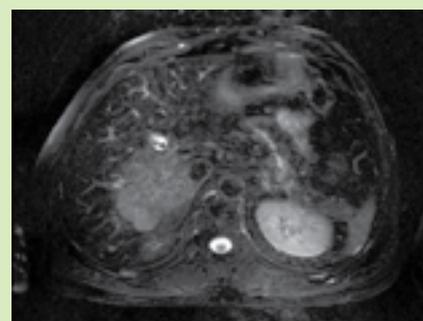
Imagem de RM no plano axial, com sequência ponderada em T2 com supressão de gordura
